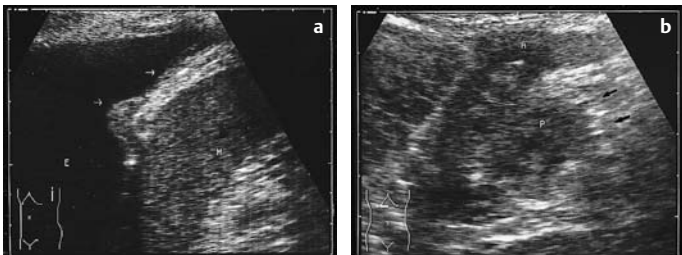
a u. b Pleuraerguss. a Tumoröse Pleuraverdickung (Pfeile) als unmittelbare Ursache des Ergusses (E). M = Milz. b Ergebnis der sonographischen Primärtumorsuche: Maligner Pankreastumor (P) mit Infiltration ins Antrum (A) und Duodenum. Pfeile: Tumorausläufer (gleiche Patientin wie in a)
